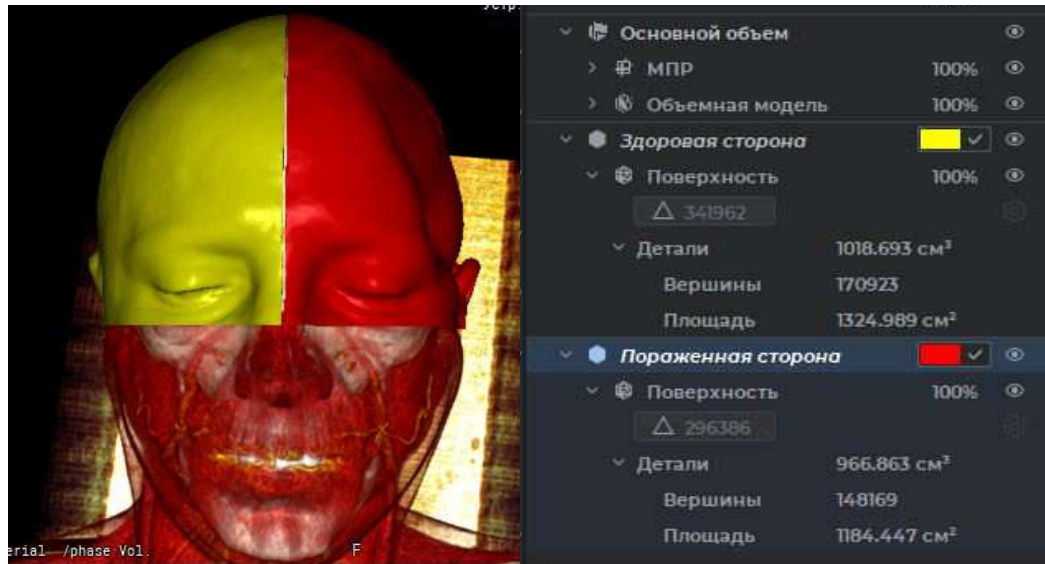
Визуализация трехмерного изображения мягких тканей, наложенная на изображение компьютерной томографии слева, справа отмечены данные автоматического компьютерного анализа объемов здоровой и пораженной стороны.
